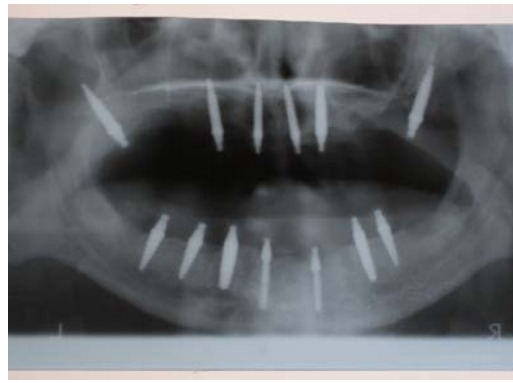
Ортопантомограмма б-го Ф. после установки имплантатов в обход гайморовой пазухи.
